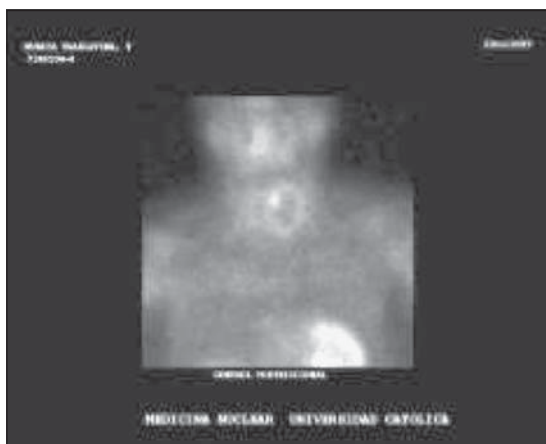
Cintigrama Tc 99m-MIBI-SPECT de glándulas paratiroides, donde se observa la lesión quística intratiroidéa y una probable glándula paratiroides superior izquierda hiperfuncionante.
